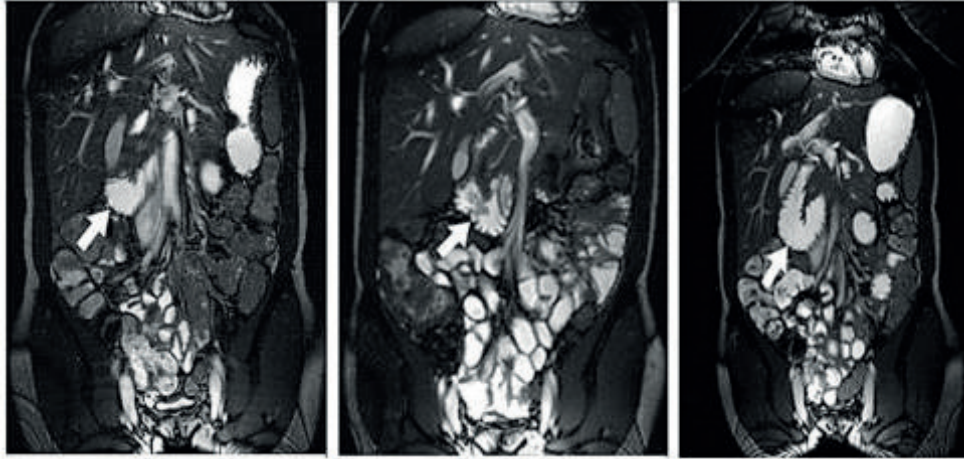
Вплив контрастного агента на якість зображення. Представлені МРТ-зображення в коронарній проекції з візуалізацією однієї з петель тонкої кишки наповненої контрастним препаратом
